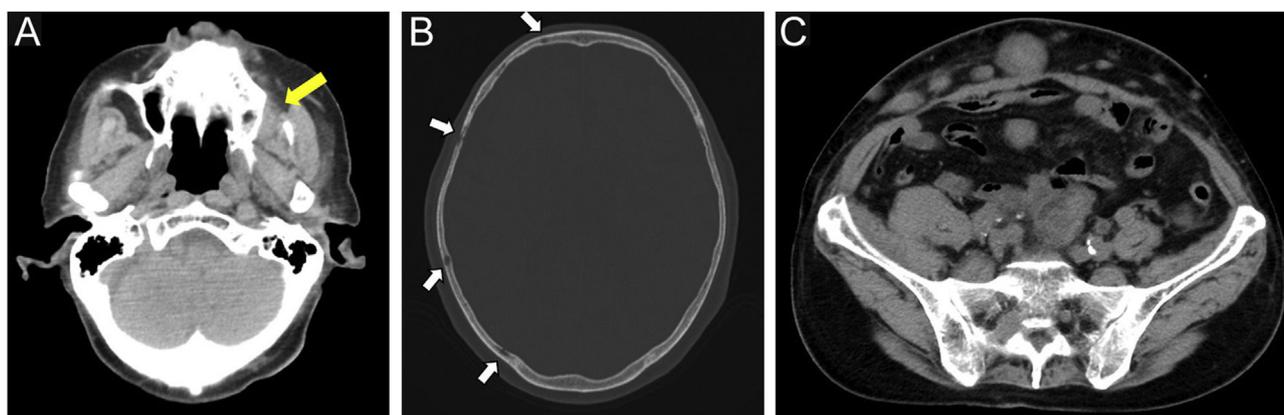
Achados de tomografia computadorizada. (A) Tumor de partes moles no seio maxilar esquerdo (seta amarela). (B) Alterações osteolíticas no crânio (setas brancas). (C) Múltiplas metástases abdominais subcutâneas e intraperitoneais.
